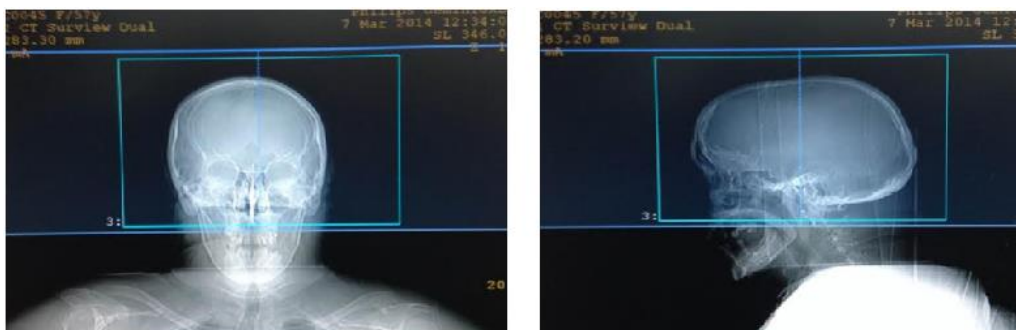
Ajuste dos campos da CT e PET nos dois topogramas.
